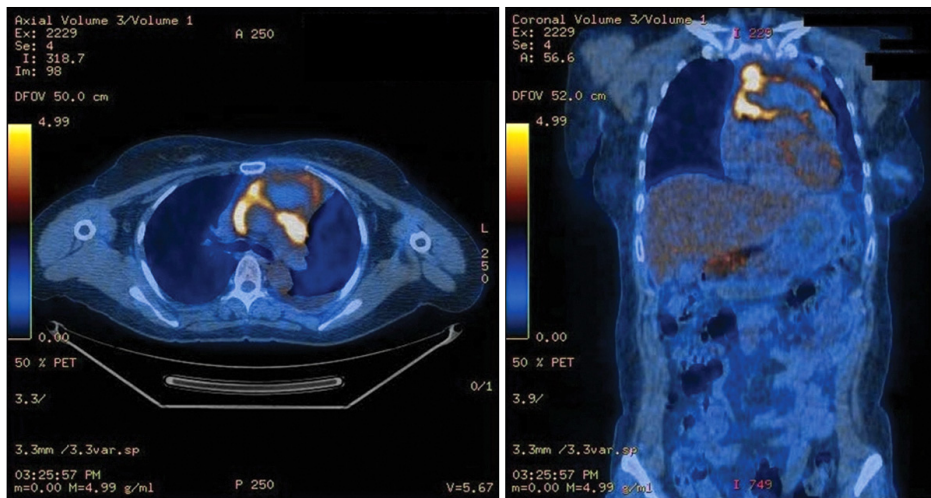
PET/CT images show FDG uptake in the pericardial lesion with a maximal SUV of 8.3 and central photon defect area. PET: positron emission tomography; CT: computed tomography; FDG: flu-deoxyglucose; SUV: standardized uptake value.
